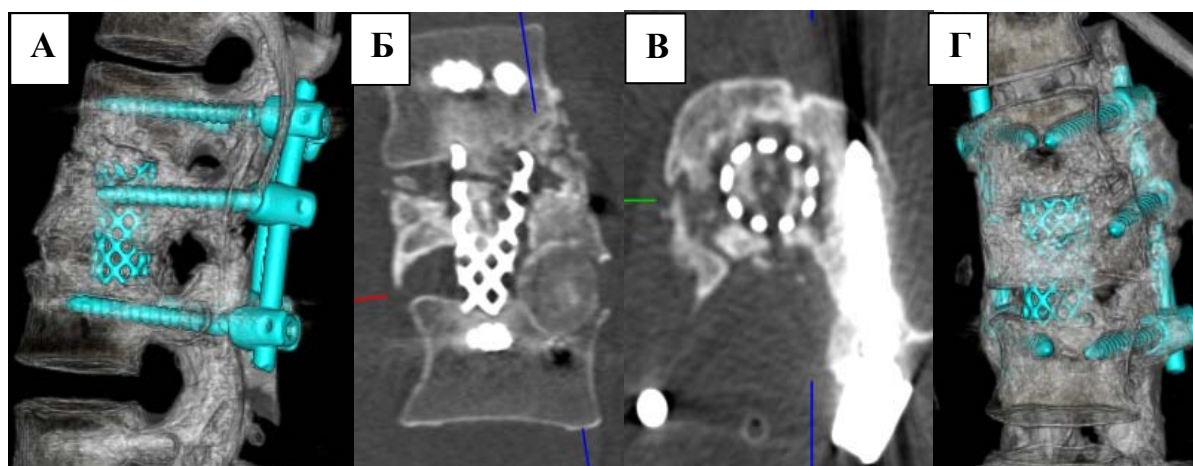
Послеоперационный контроль после выполнения ревизионного вмешательства 10.06.2015: КТ 3D реконструкция – установлен винт во фрагмент L2 позвонка (А), КТ во фронтальной плоскости. Установлен аутографт в промежутки L1–L2 (крошка), L2–L3 – трансплантат (Б), КТ в аксиальной плоскости положение винта в L2 позвонке (В), КТ 3D реконструкция (Г)
